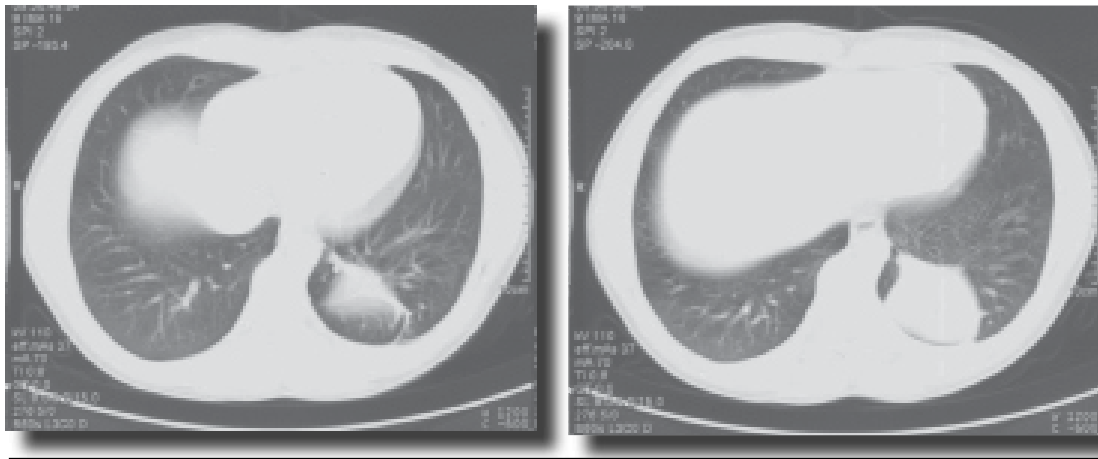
• TC torácica com imagem sugestiva de quisto no lobo inferior do pulmão esquerdo.
